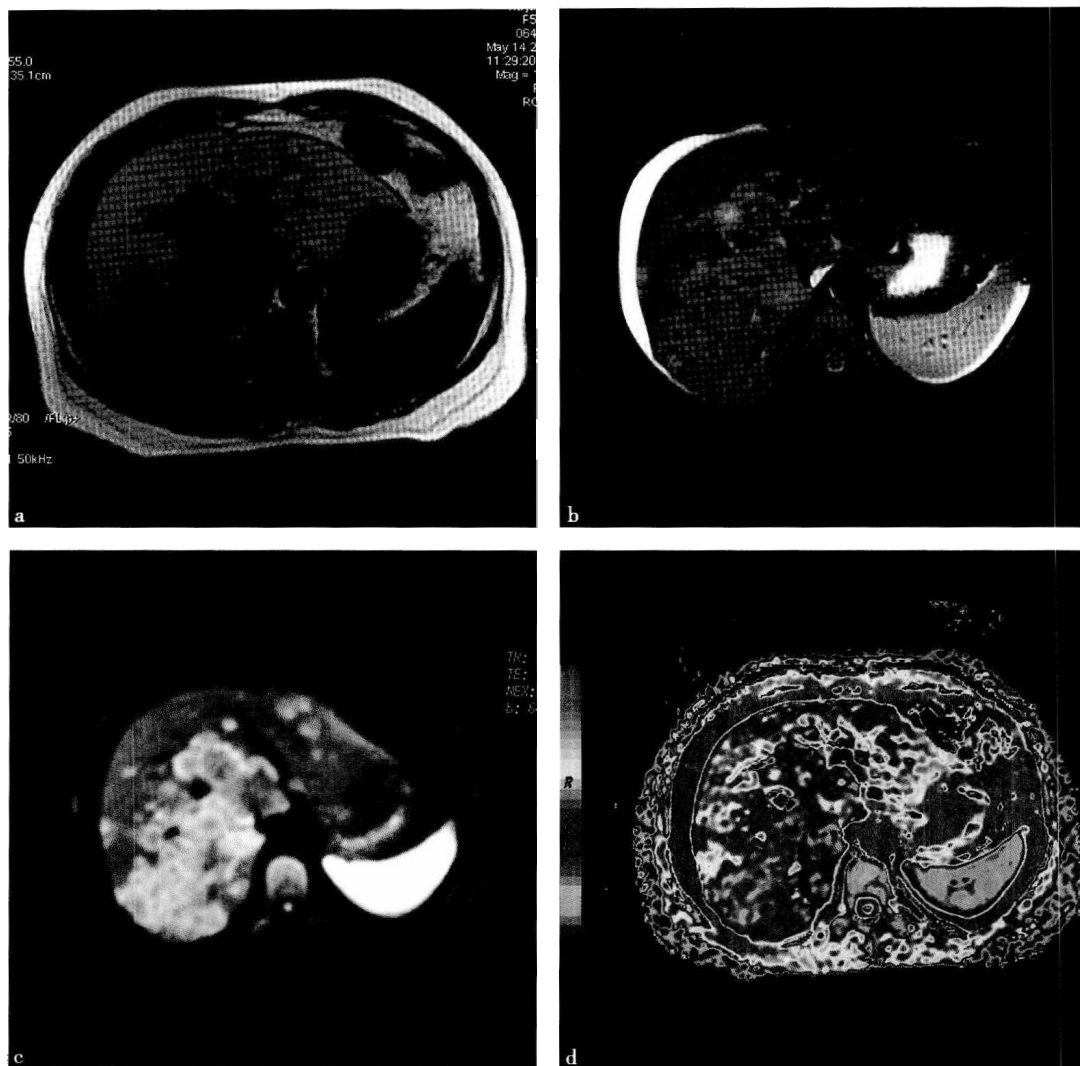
结肠癌肝转移的平扫、 $b=600\text{s/mm}^2$  时的 DWI 图像和 ADC 值伪彩图表现
